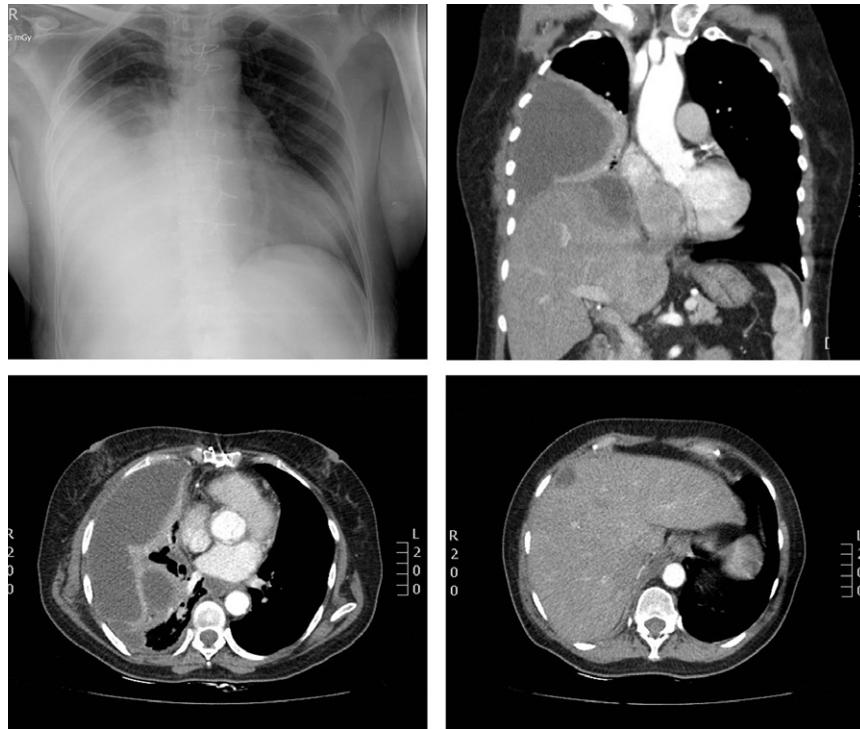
Radiografía y tomografía computarizada de tórax (reconstrucciones axial y coronal). Colección pleural derecha lateral y basal, con atelectasia pasiva del parénquima pulmonar adyacente. Lesiones focales en el parénquima hepático con colección subcapsular en contacto con el diafragma que realza con el medio de contraste.
